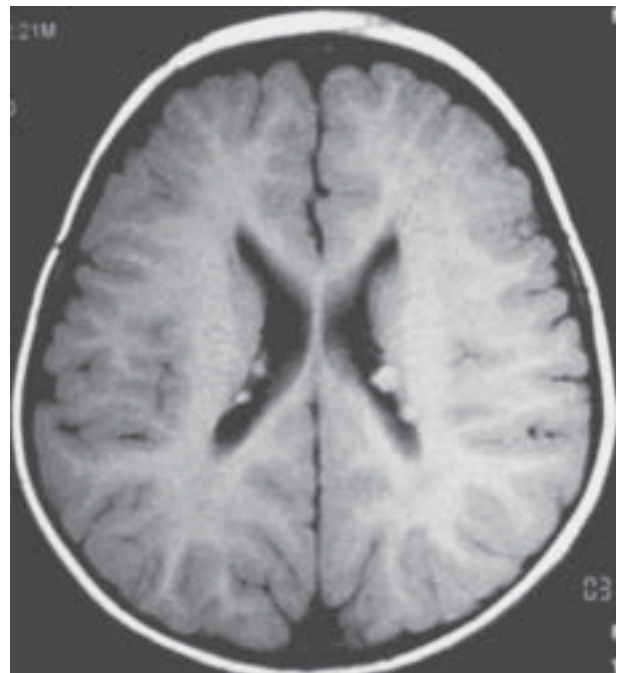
Ressonância magnética cerebral com nódulos subependimários nos ventrículos laterais.
